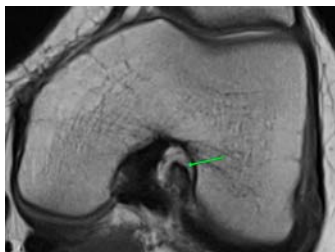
МРТ коленного сустава в косо́й трансверсальной плоскости в PD-взвешенности. Стрелкой указан поперечник передней крестообразной связки на уровне средней трети
